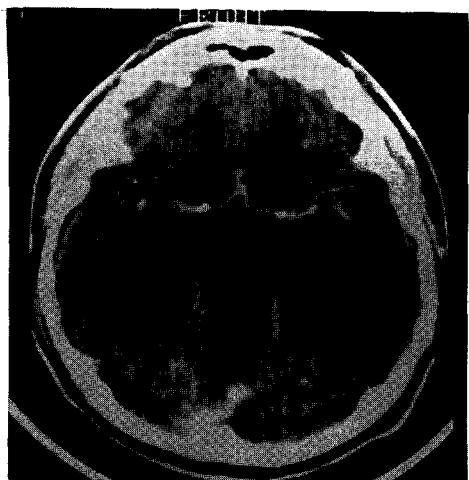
CT of the brain shows no abnormality except for evidence of mild brain edema.
